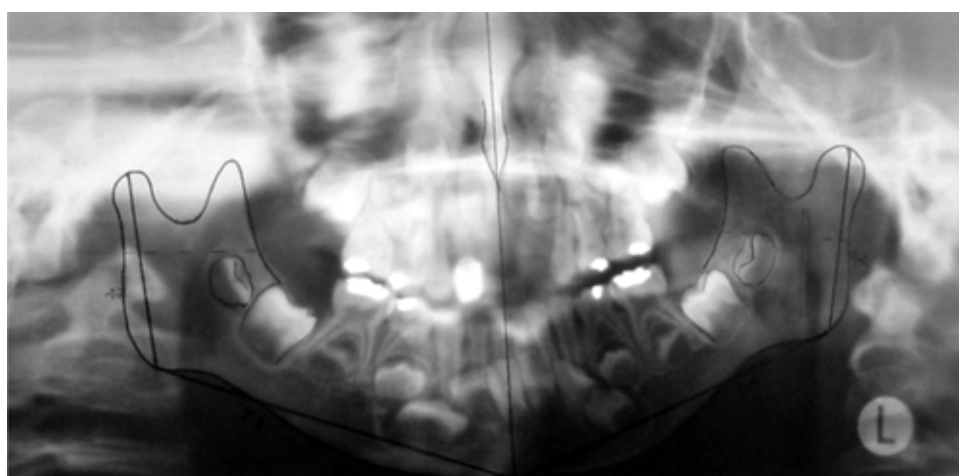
Radiografía panorámica con medición de estructuras mandibulares.
